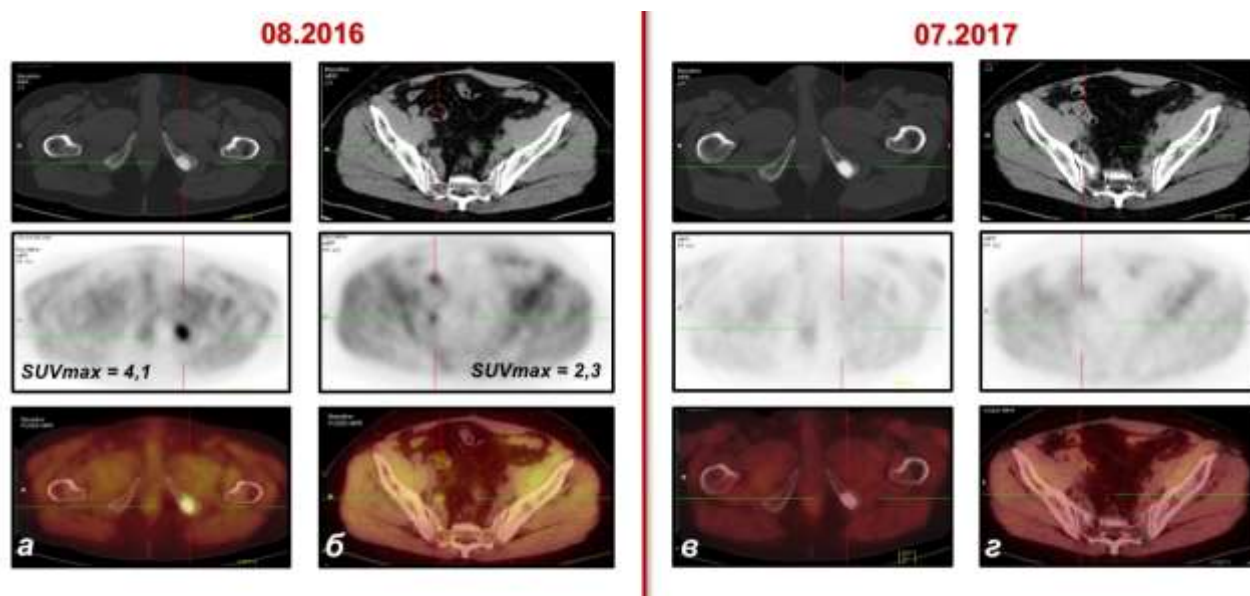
Пациент Б., 58 л., pT3bN1M0, индекс Глисона 7, через 3 года после радикальной простатэктомии; (а, б) Первое исследование ПЭТ/КТ с ^{11}C -Холином выполнено по поводу роста ПСА до 2,1 нг/мл, время удвоения = 2 месяца, через 3 месяца после завершения гормонотерапии по поводу солитарного метастаза в скелете: диагностировано олигометастатическое прогрессирование в виде появления активного специфического процесса (а) в остеосклеротическом очаге в лобковой кости и (б) в правом подвздошном лимфоузле (13x9мм).
